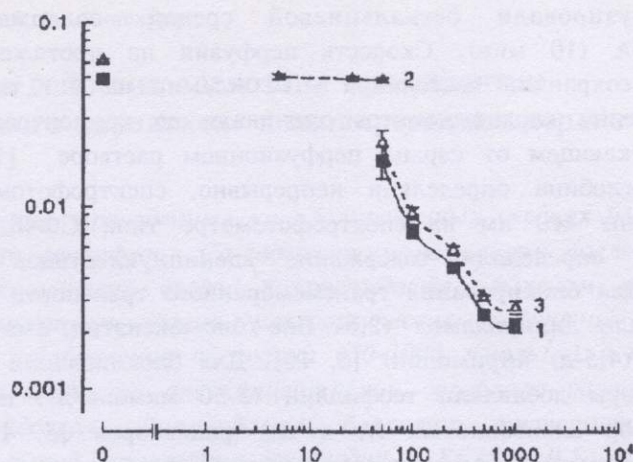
Влияние аденозина и теофиллина на выход миоглобина (мкмоль/г) из сердца при «кальциевом парадоксе» за 5 мин реперфузии: 1 - аденозин; 2 - теофиллин; 3 - аденозин и 100 мкмоль/л теофиллина.
